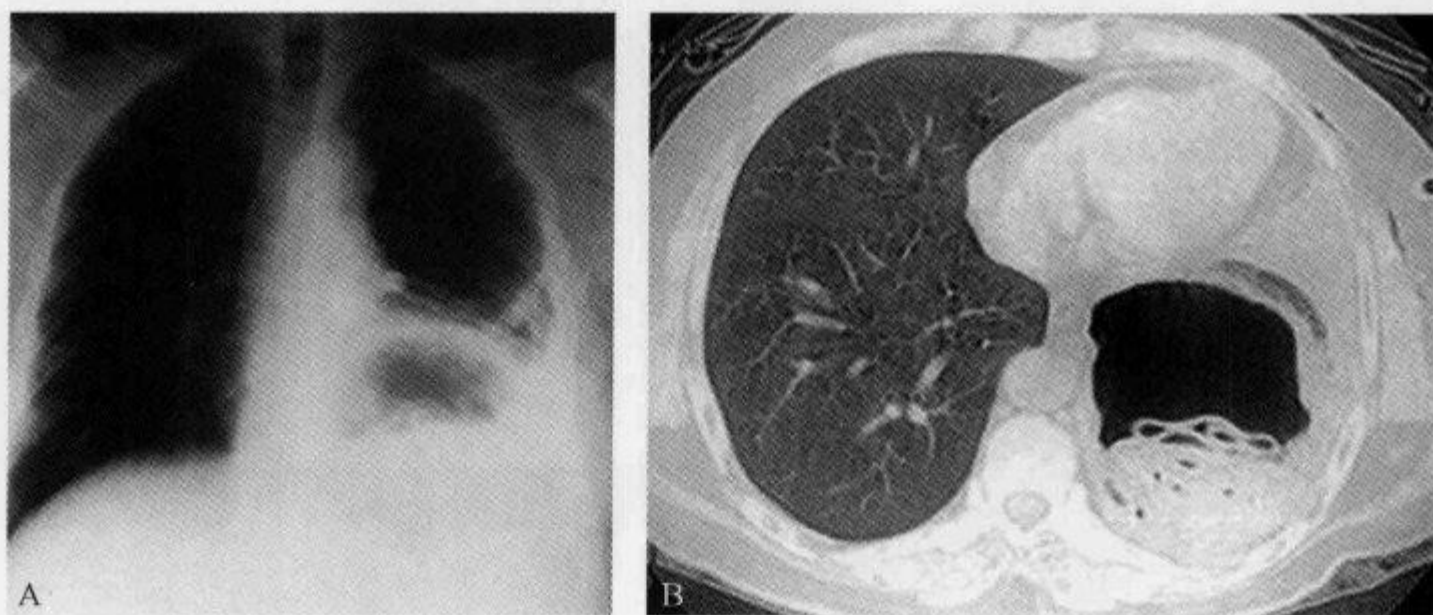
肺棘球蚴囊肿破裂,胸部 X 线平片及 CT 扫描显示“水上浮莲征”
